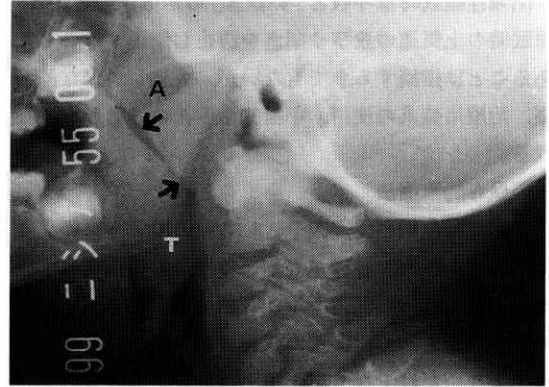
閉塞性睡眠時無呼吸を示した6歳男児症例の上気道X線所見。咽頭扁桃(アデノイド, A)の高度肥大と口蓋扁桃(T)の肥大のため, 上咽頭, 中咽頭の狭窄(矢印)が著明である。
